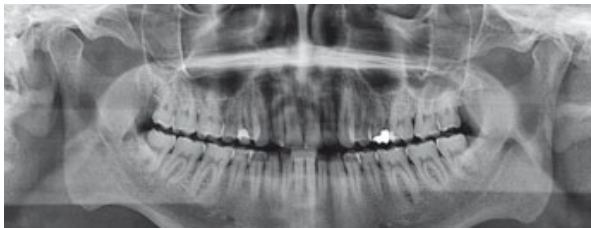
Obwohl der Schmelz von normaler Dicke ist, erscheint er im Röntgenbild in einer dentinähnlichen oder gar geringeren Dichte
